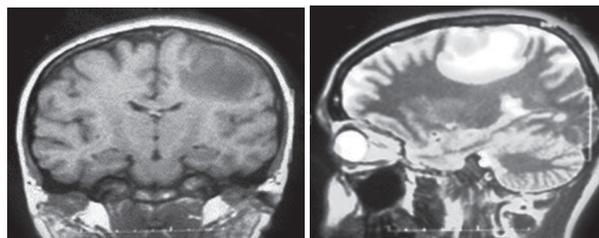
МРТ головы. Признаки объемного образования (абсцесса головного мозга) у ВИЧ-позитивной пациентки 32 лет
